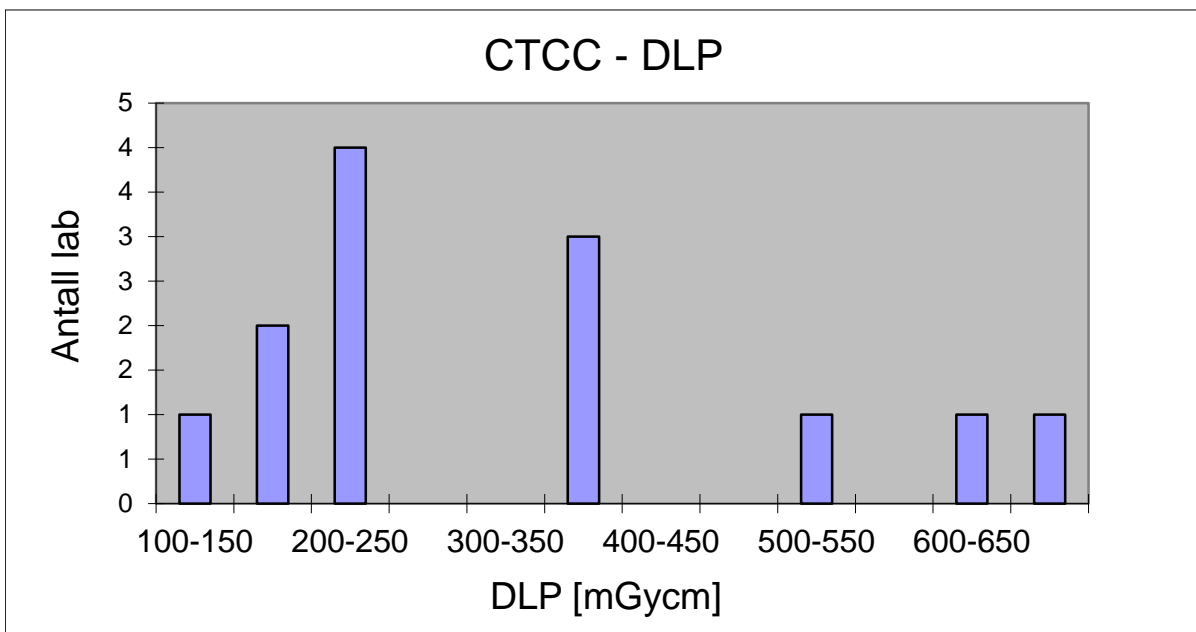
Fordeling av de innsamlede DLP verdiene for CT cervicalcolumna.
